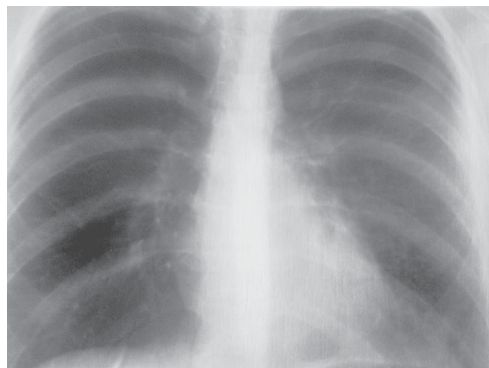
Обзорная рентгенография органов грудной клетки (от 25.09.2012 г.)
